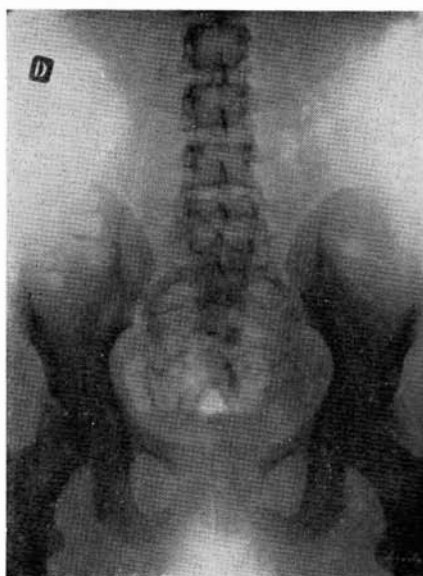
Radiografía simple del caso, que presentamos, donde se observa a nivel de la V vértebra lumbar la imagen de un hemangioma intraóseo. Dicha imagen no se observaba en una radiografía anterior en siete años, en poder del enfermo, en la cual dicha vértebra presenta aspecto normal.
